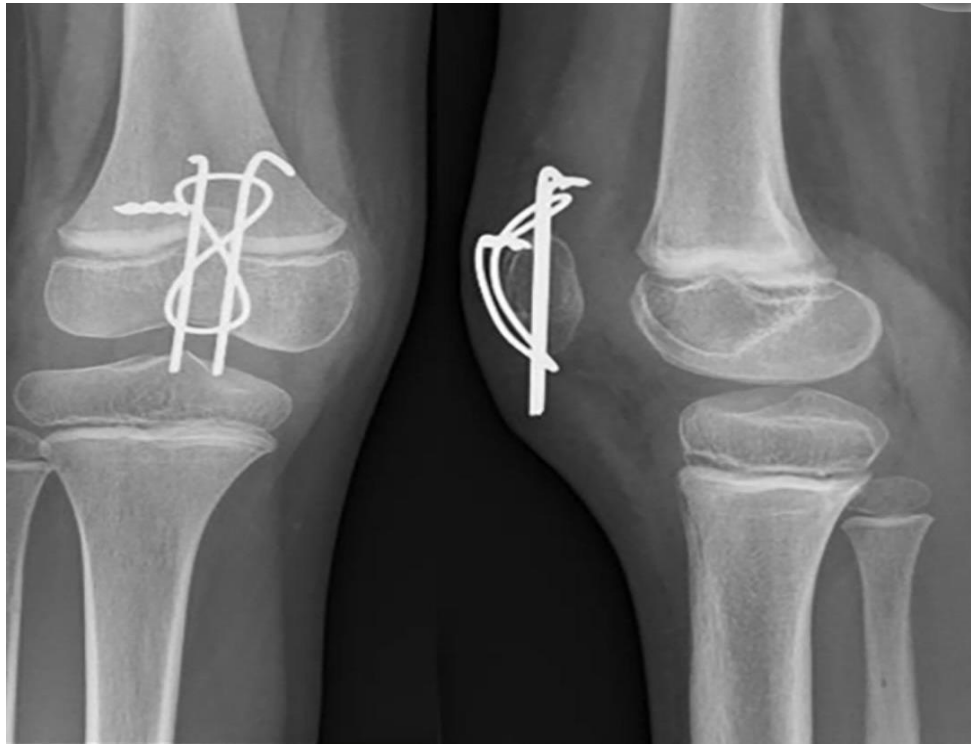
radiographie de face et de profil du genou montrant une fracture transversale traitée par embrochage-haubanage (13).
